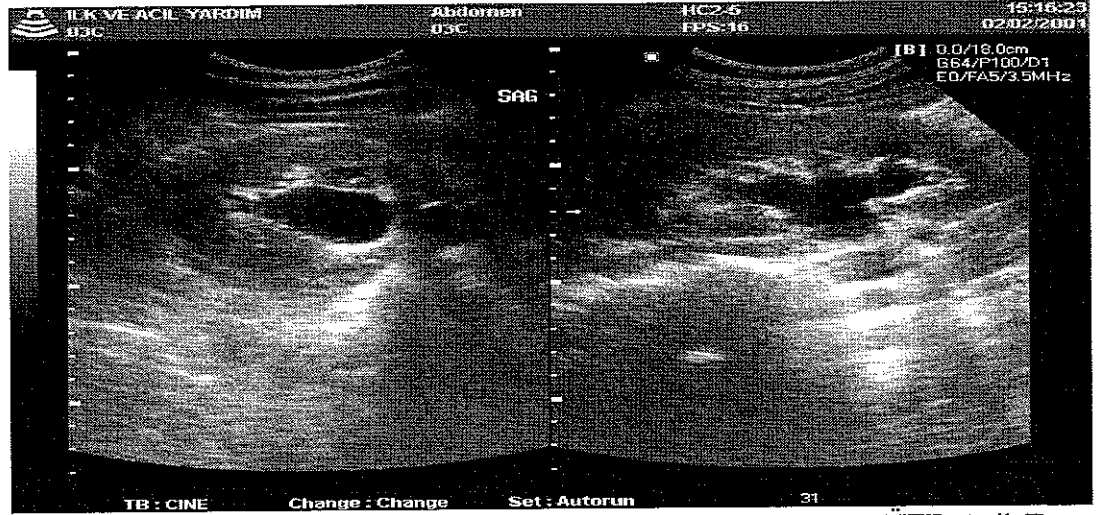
içinde safra çamuru bulunan ve arkasında gölgelenme veren kolesistiti görünümü (AÜTF Acil TIP USG arşivinden).
